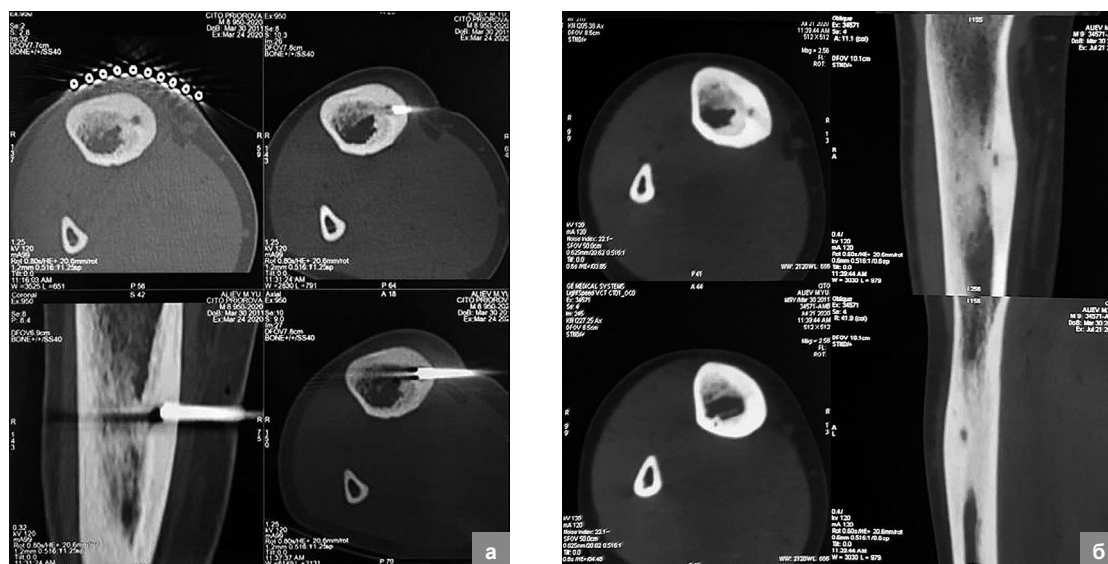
Пациент А., 8 лет. Диагноз – первично-хронический остеомиелит средней трети правой большеберцовой кости: а – этапы установки трепана в патологический очаг для проведения лазерной абляции под контролем КТ; б – результат лечения через 3 месяца. По данным КТ отмечается умеренное уменьшение патологического очага
